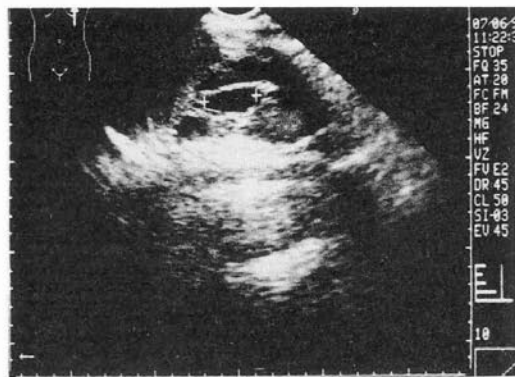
Ecografía renal mostrando gran dilatación de la pelvis renal izquierda
